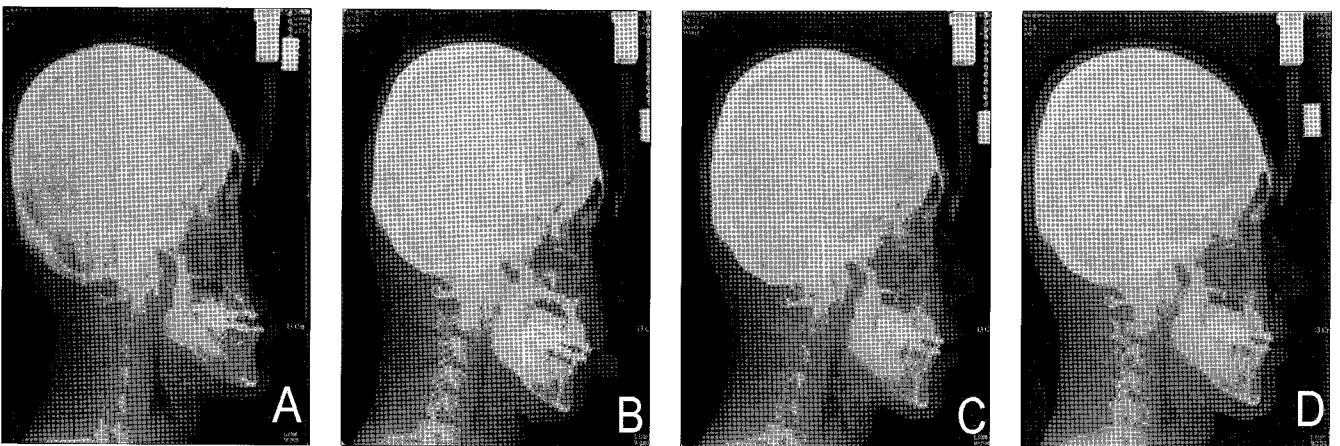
Serial lateral cephalographs of the same patient as Fig. 2. A, Preoperative radiograph revealed that the patient had prognathism of mandible. B, immediate postoperative cephalograph. C, 3 months postoperative cephalograph showed normal bone healing process in the OP area. D, 6 months after surgery, maxillary bone segment was well stabilized.
